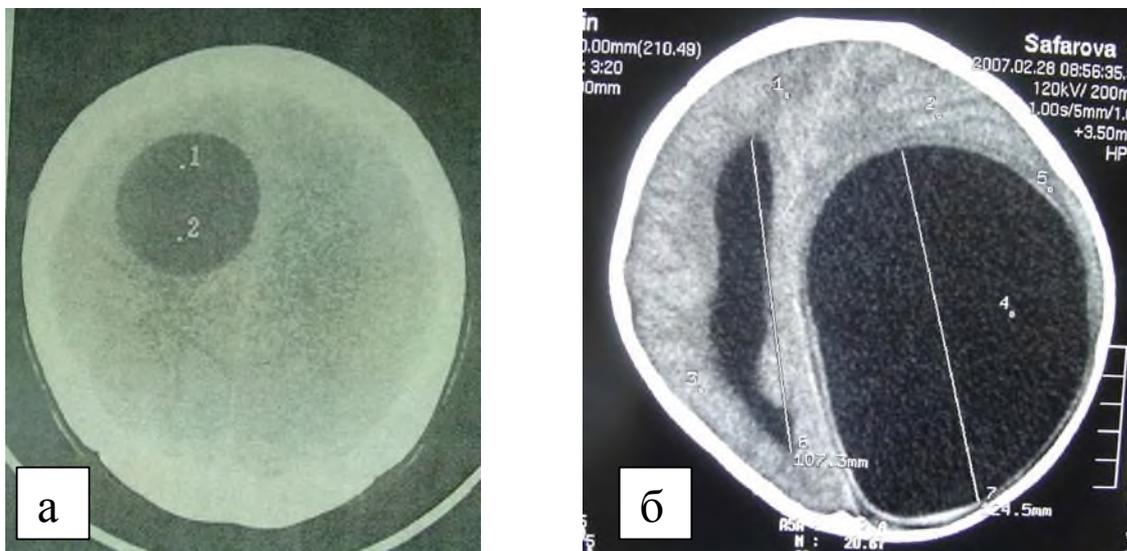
КТ изображение эхинококковой кисты лбно-теменной доли мозга справа (а); Гигантская эхинококковая киста левого полушария головного мозга (б)
